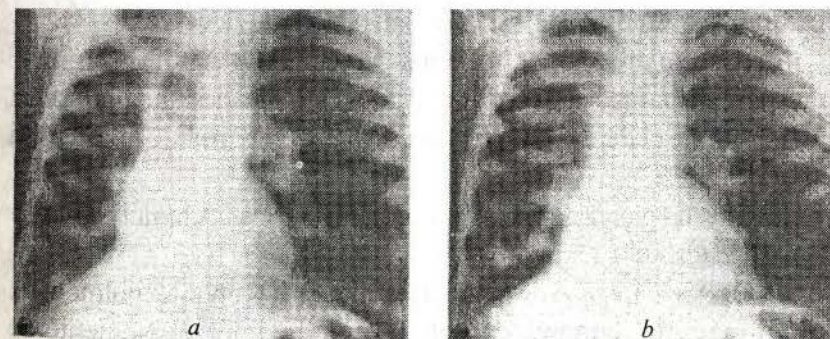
Radiografie de ansamblu a organelor cutiei toracice: a – inspirație, b – expirație. Sindrom de hipertransparență a câmpului pulmonar stâng (emfizem prin supapă condiționat de adenocarcinomul intrabronșial).
